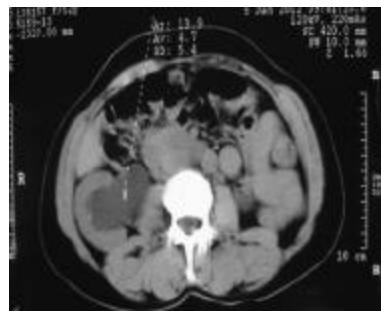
CT 示左附件区巨大囊性病变, 左肾缺如
